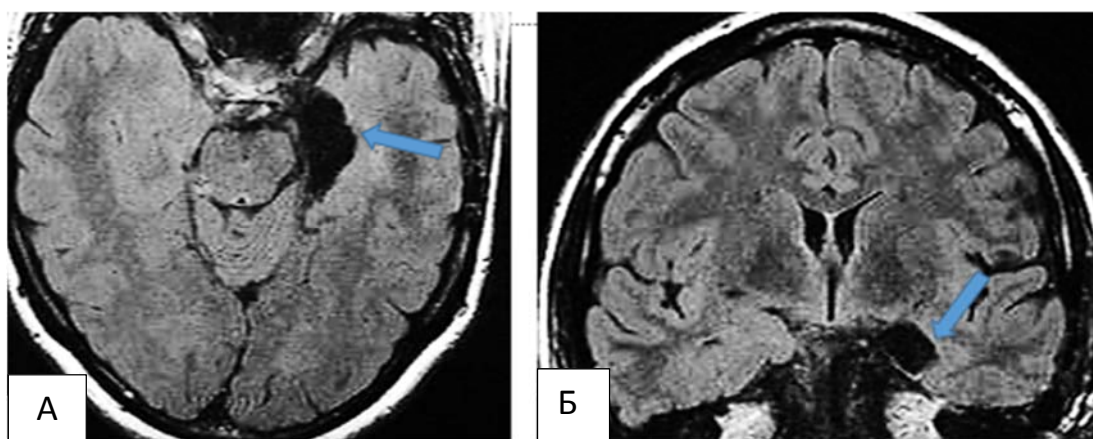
Контрольная МРТ головного мозга через 3 месяца после САГЭ трансилвиевым досупом: аксиальная (А) и коронарная (Б) проекции.
